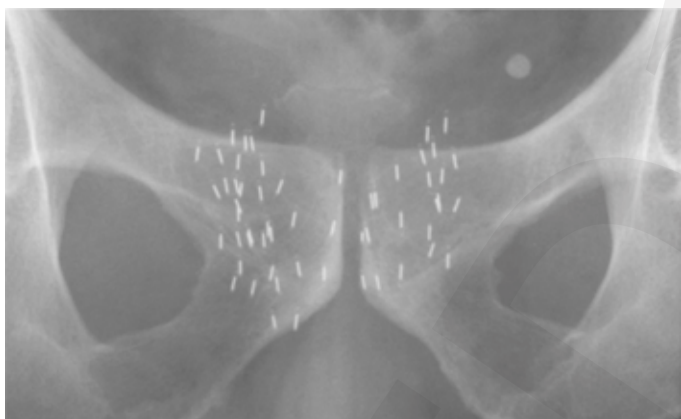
Postinterventionelles Symphysen-Röntgen posteroanterior mit Darstellung der Seeds in der Prostata.
